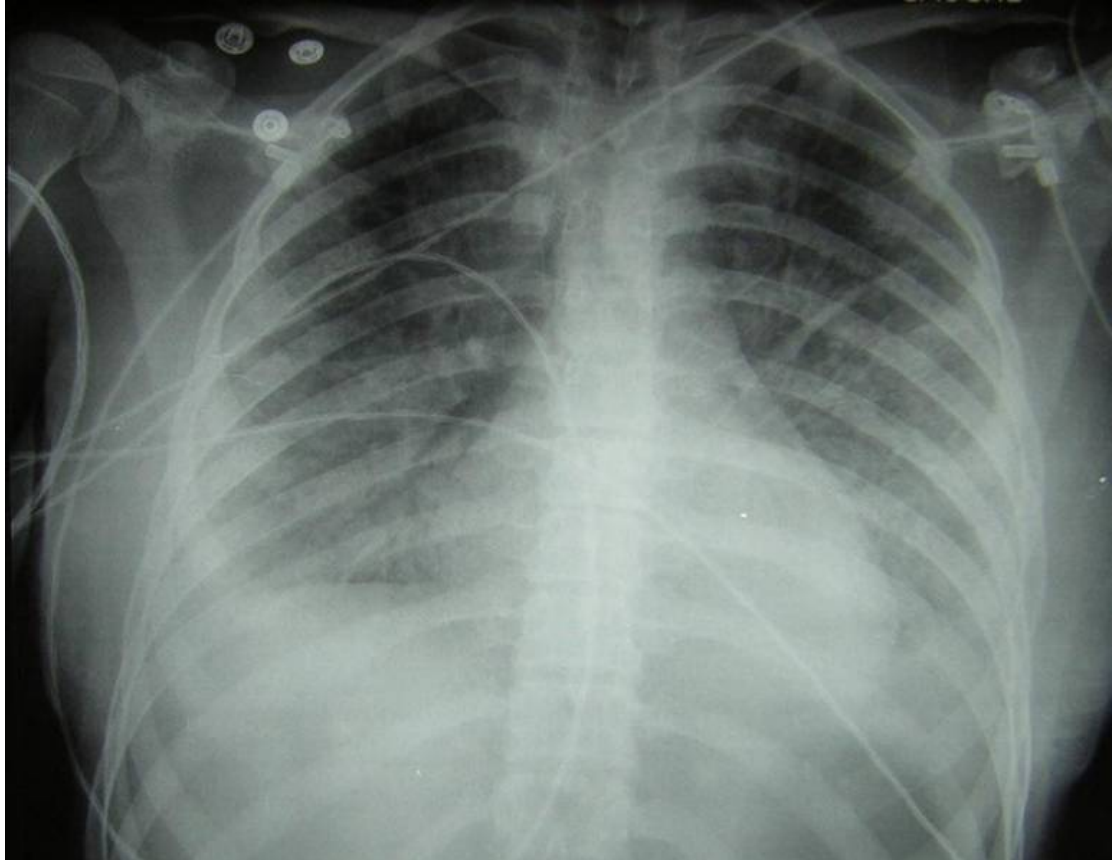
Radiographie pulmonaire d'un cas de PF Lors de la deuxième phase du choc Septique [53]
